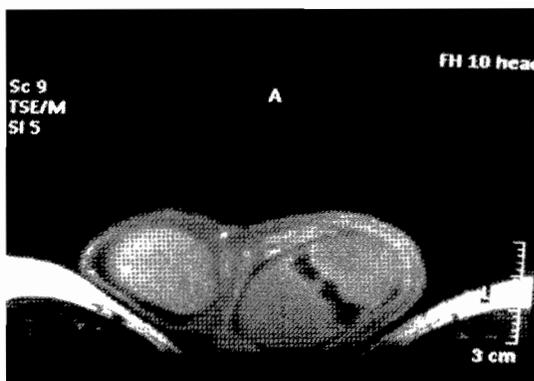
IRM scrotale en séquence T2. Le testicule gauche est le siège d'un infarctus testiculaire segmentaire gauche.
